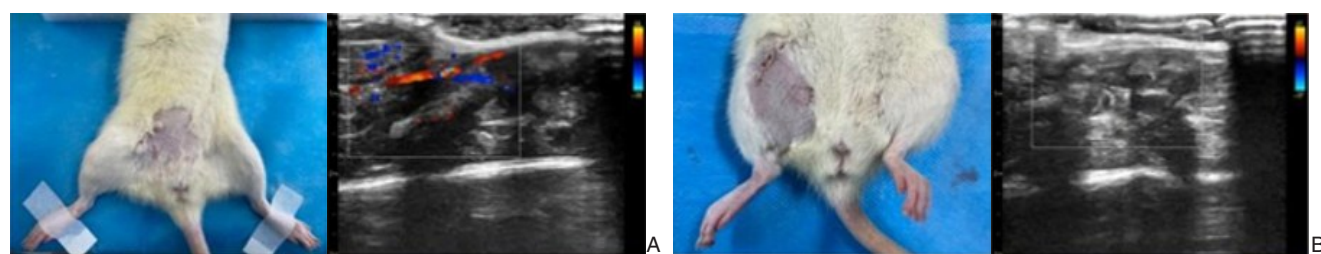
建模及超声检查 A: 假手术; B: 下肢 IRI 模型
